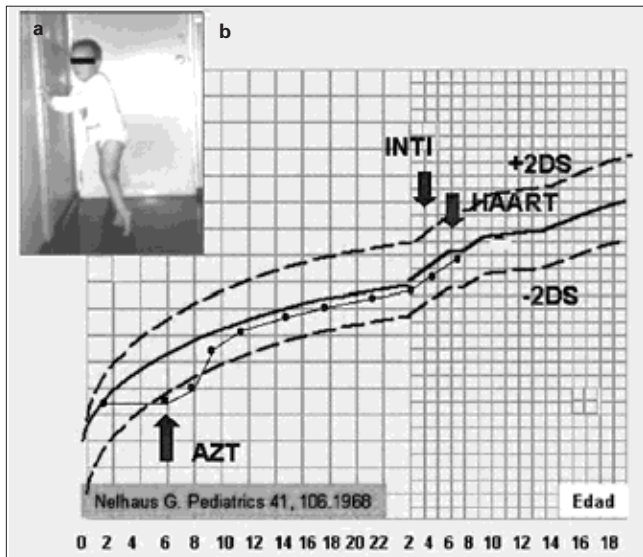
Evolución habitual de un paciente con encefalopatía progresiva con terapia HAART temprana: a) Paraparesia espástica; b) Recuperación del ritmo de crecimiento cefálico; c) Tomografía computarizada a los 6 meses y a los 8 años: desaparición de la atrofia y calcificaciones estables de los ganglios basales.
